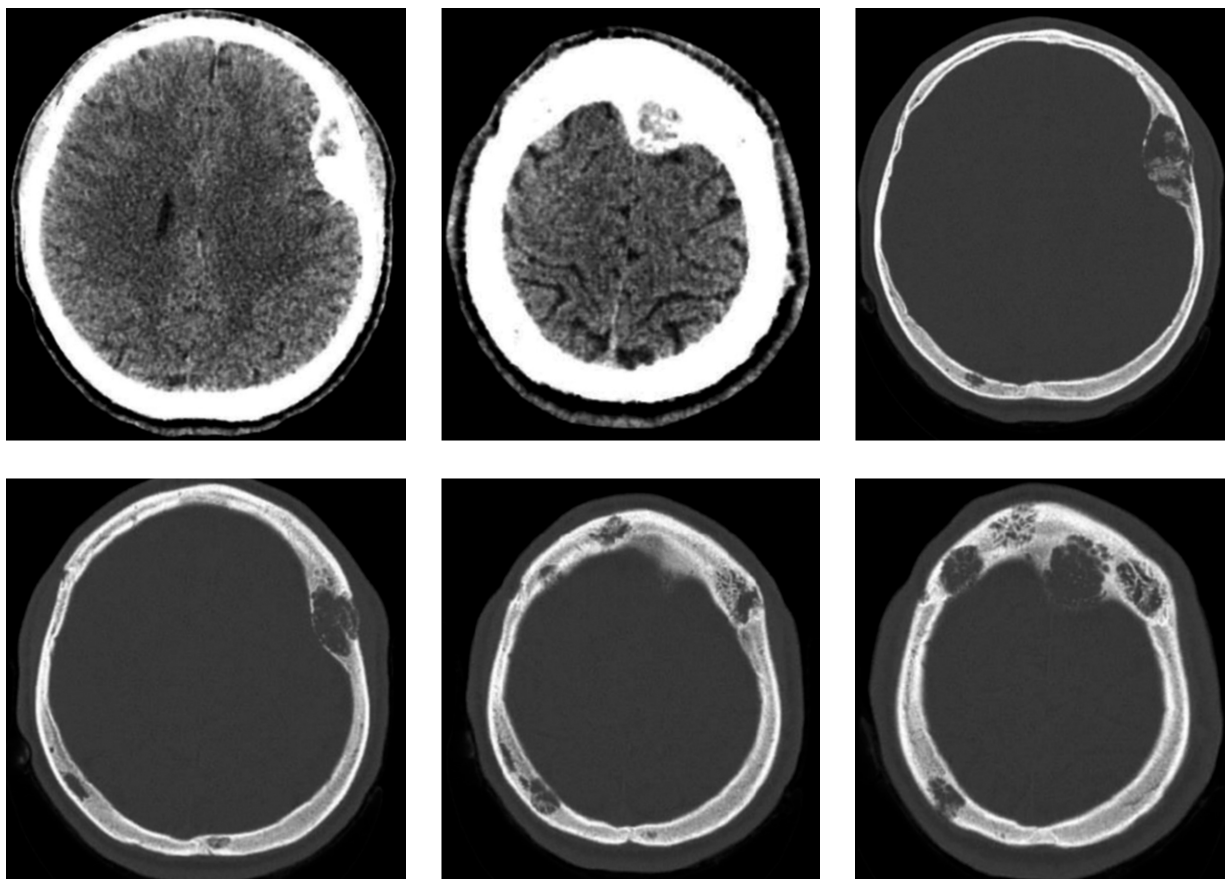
МСКТ головного мозга пациента К.
